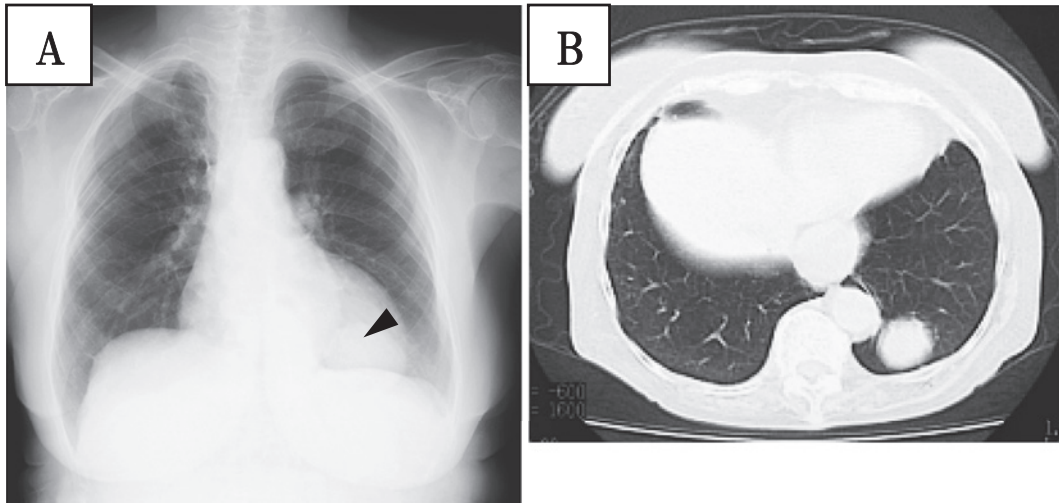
A: Chest X-ray film reveals a round mass in the left lower lung field (arrowhead). B: Chest CT shows a well-circumscribed lesion, 4.2×3.6 cm in size, close to the visceral pleura in S¹⁰ of the left lung.
